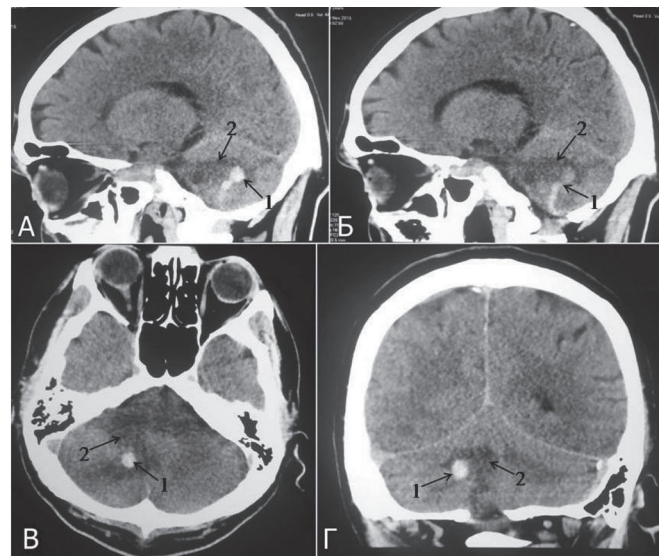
Предоперационное КТ-исследование головного мозга. Сканирование в сагиттальной (А, Б), аксиальной (В) и фронтальной (Г) плоскостях. На томограмме в правой гемисфере мозжечка визуализируется: 1 — сборная (коллекторная) вена с булабовидным утолщением (причина формирования гиперденсивного изображения вены — тромбоз вены или локальное кровоизлияние прилежащее к вене); 2 — зона отека вокруг тромбированной вены (ишемический инсульт на фоне тромбоза вены или перифокальный отек вокруг локального кровоизлияния).
